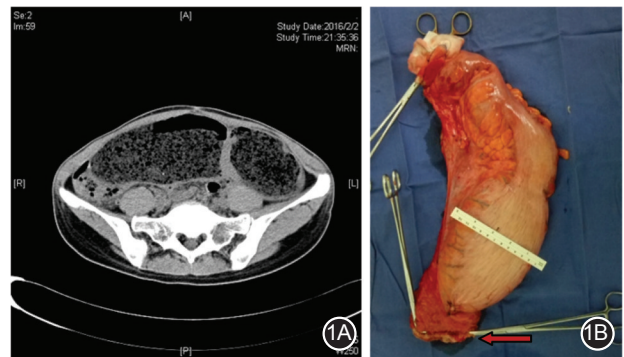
一例典型先天性巨结肠患者手术图片(作者团队供图) 1A.CT 影像学表现;1B.手术标本(箭头示直肠断端)
